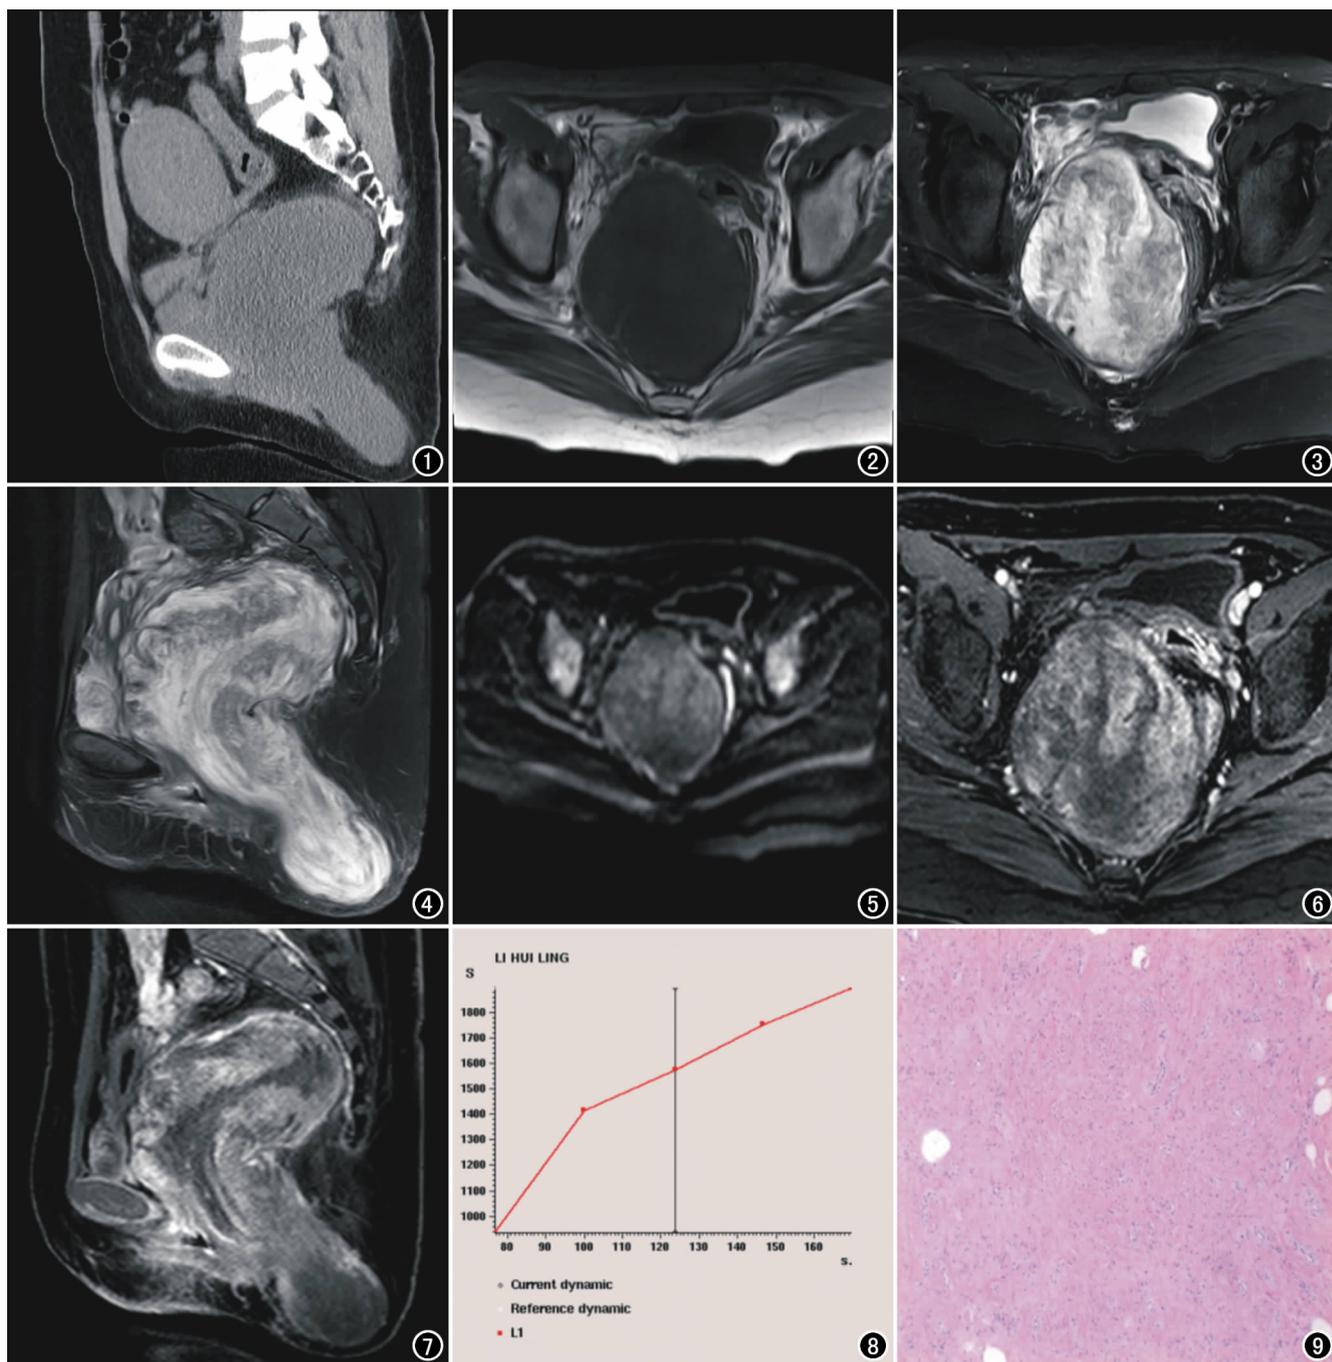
CT平扫矢状面重组示盆腔内巨大低密度肿物,边界尚清。
